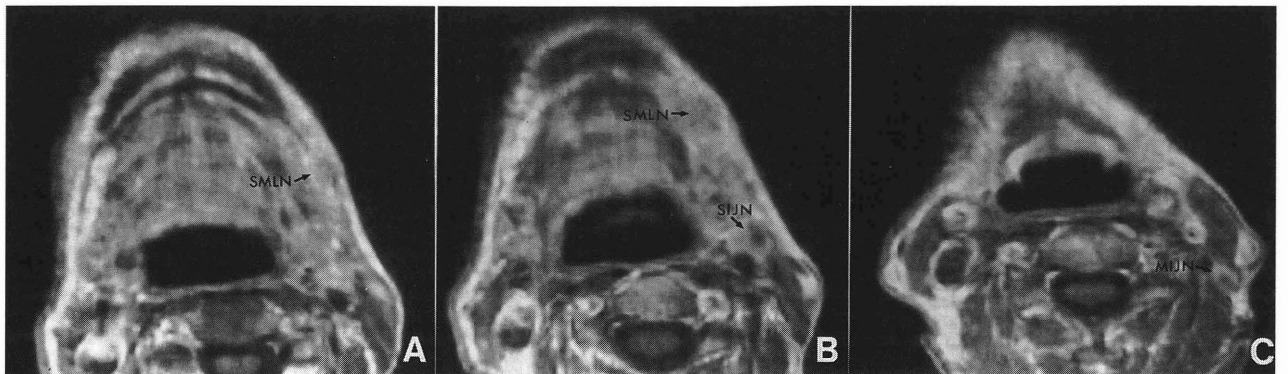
MRI 造影 T1強調画像 A: 左顎下リンパ節, B: 左顎下リンパ節, 左上内深頸リンパ節 C: 左中内深頸リンパ節
